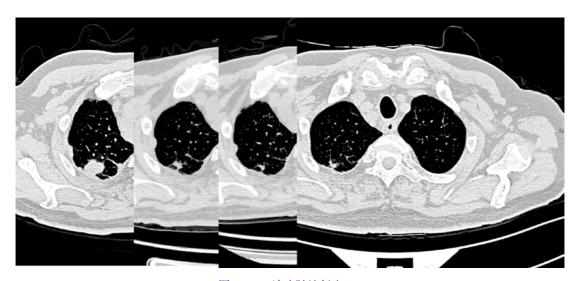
治疗随访复查 CT 可见启动肿瘤治疗后对比首次 CT 发现右上肺占位明显缩小,后随访基本稳定
